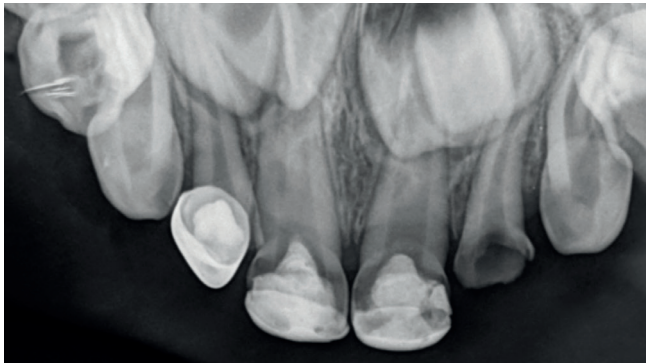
Initial X-ray. DO 62 showing carious lesion with pulp involvement.
